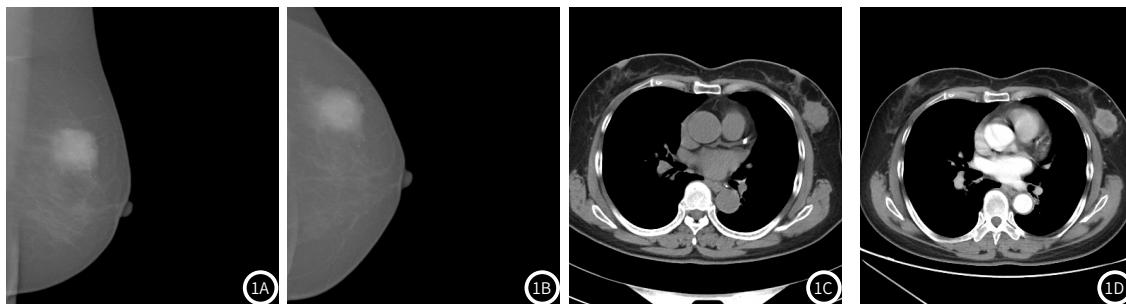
钙化组乳腺钼靶、MSCT钼靶及MSCT影像学图片。注：患者女，61岁，3个月前无意触及肿物，无疼痛及不适；图1A~图1B为乳腺钼靶X线：左乳外上象限高密度肿块，大小约3.4×4.1×3.2cm，边界不清，内见簇状分布的多样性钙化灶。图1C~图1D为CT平扫及增强扫描：左乳外上象限肿块，形态不规则，平扫CT值约36HU，内见点状钙化灶，增强后呈不均匀强化，环形强化为著。
